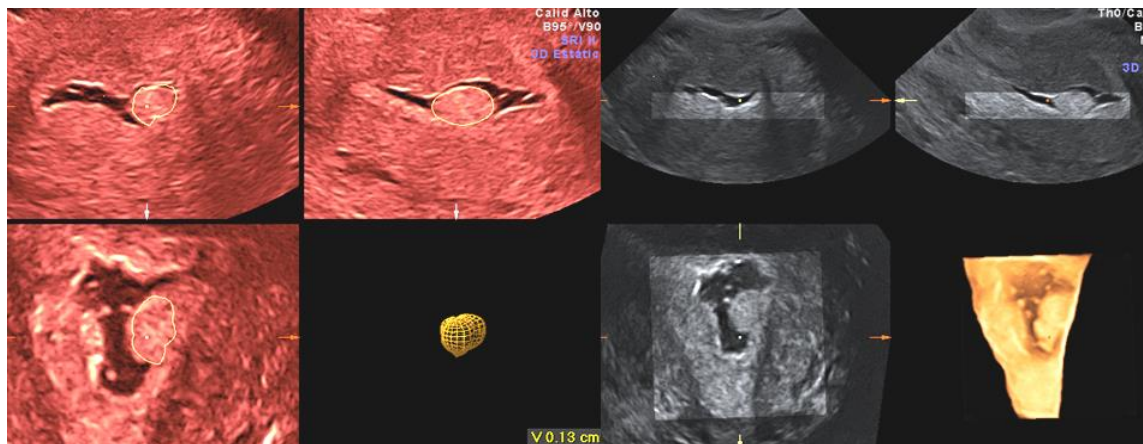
Histerosalpingosonografía 3D del endometrio. Imagen derecha: Cavidad normal, distendida con suero salino, que muestra un pólipo. Imagen izquierda: VOCAL del pólipo para medir su volumen. Esta técnica es poco usada a pesar de su interés.
